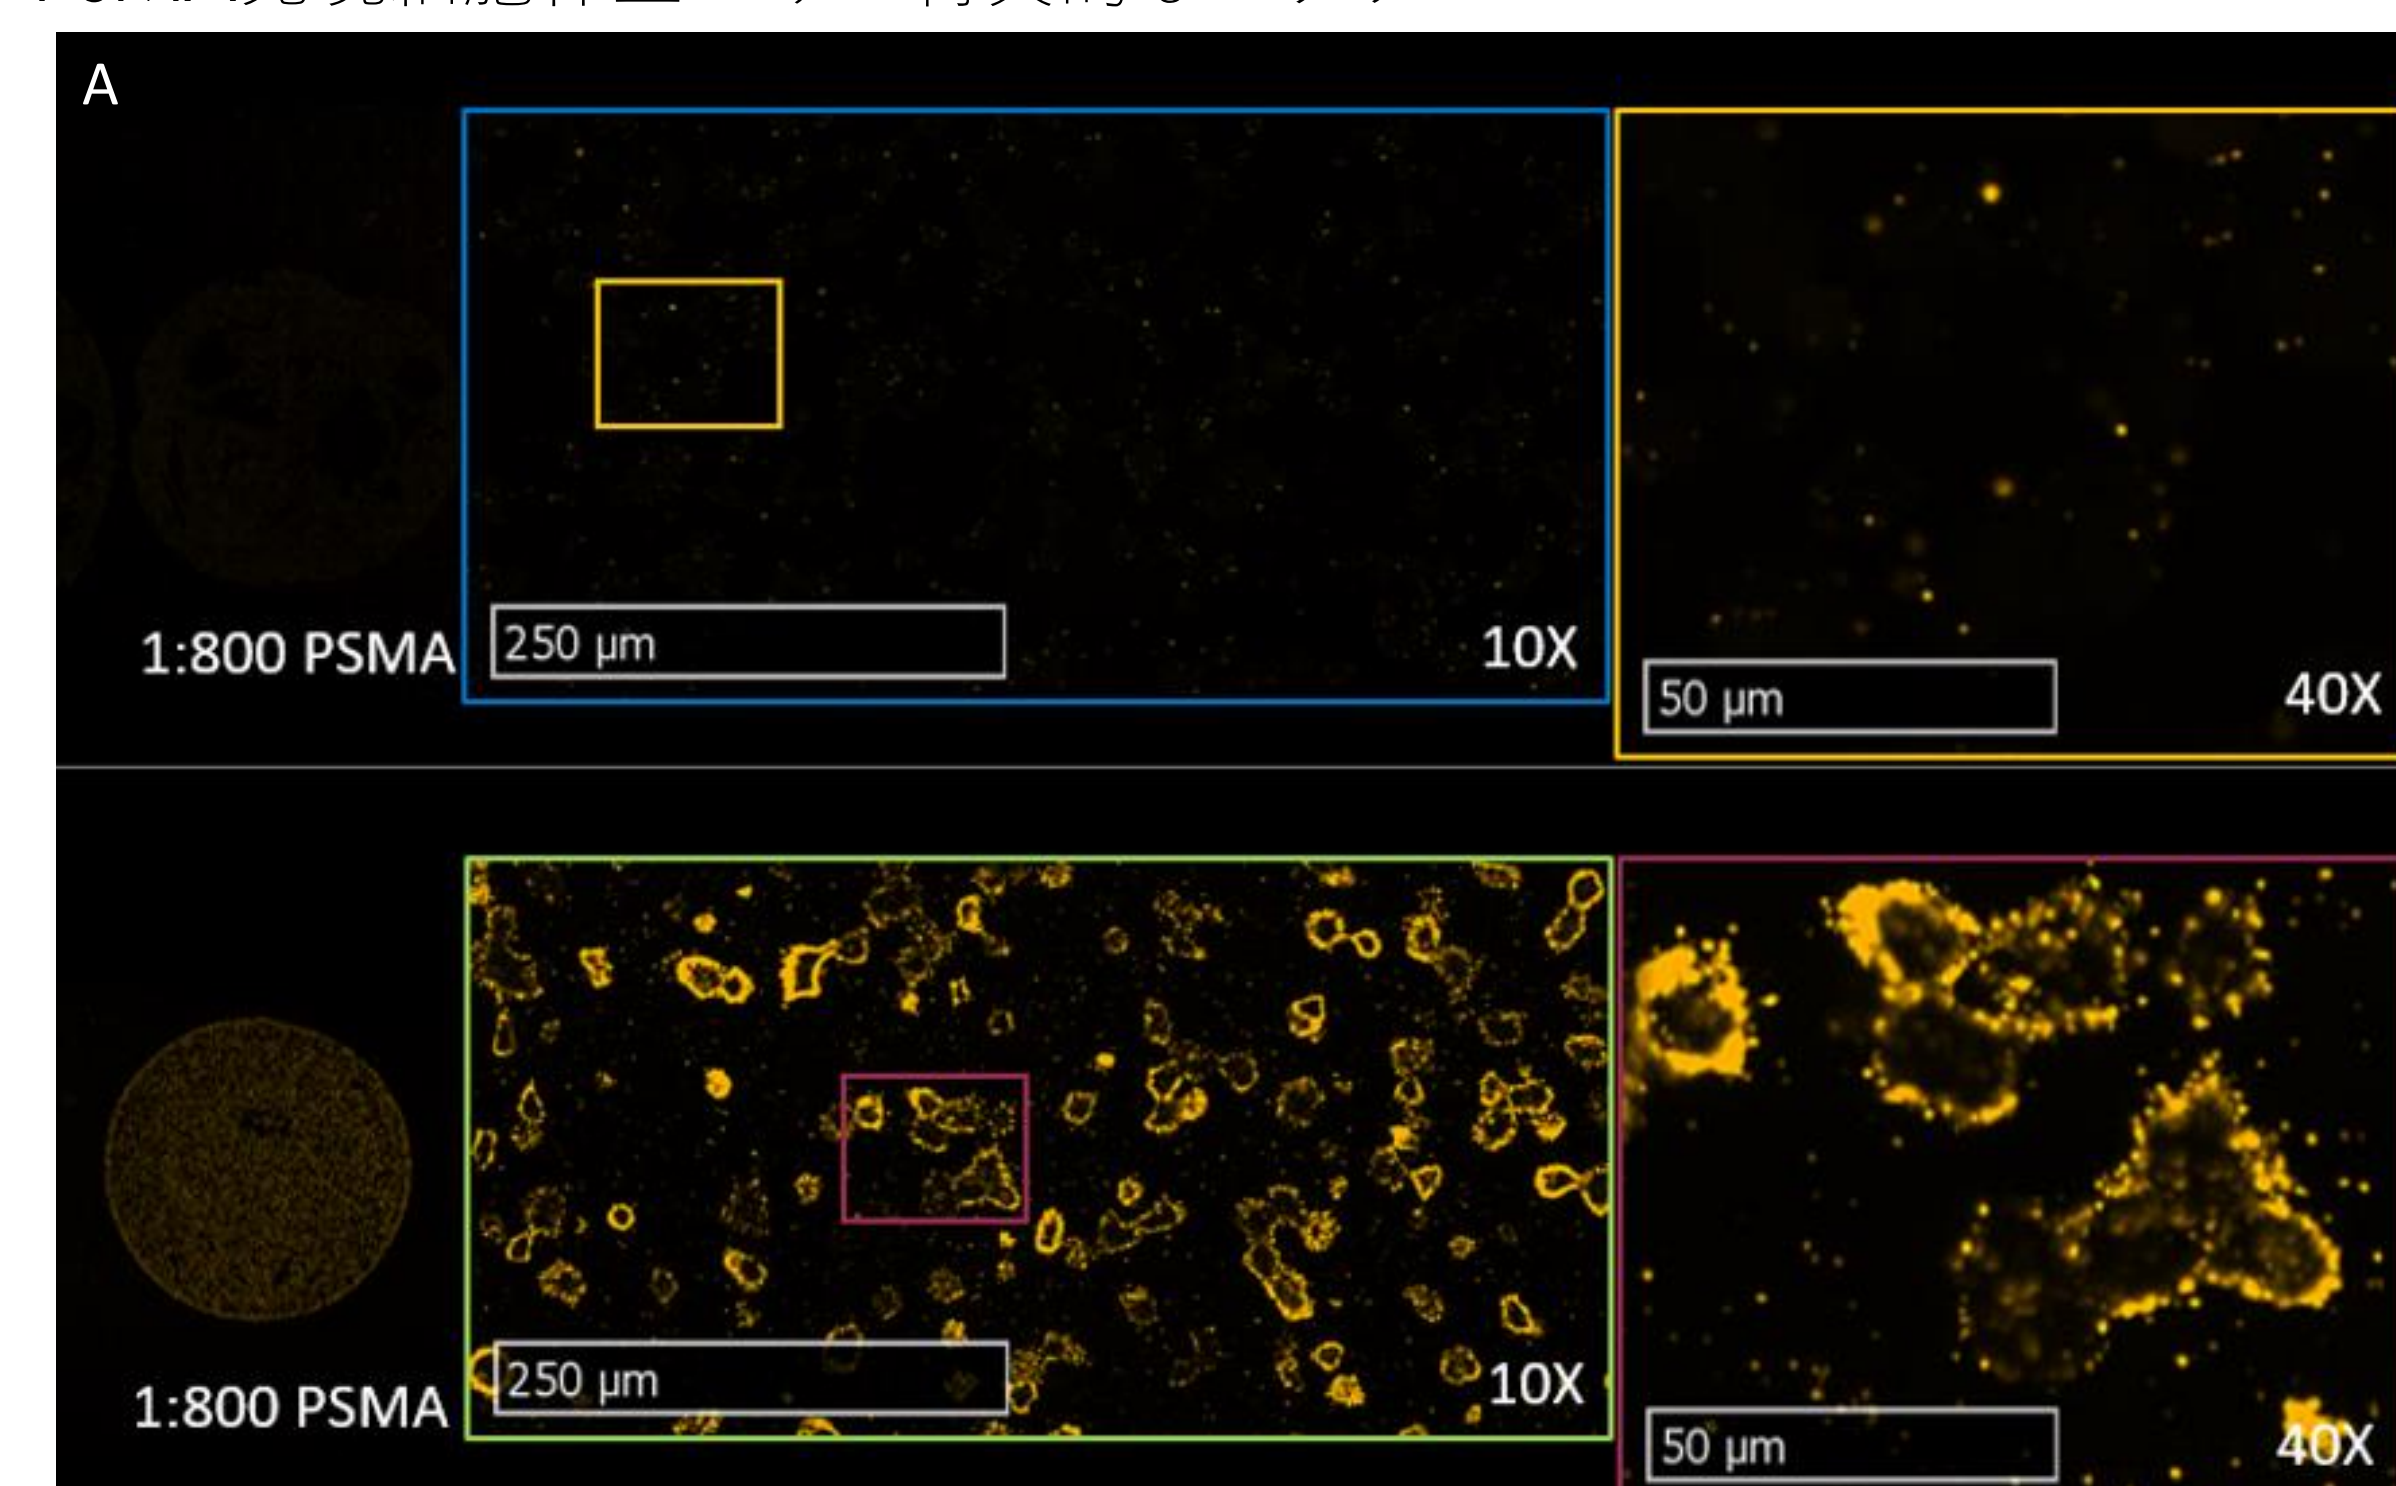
QuanticellのプロトコルはPSMA発現レベルの異なる様々な細胞株を用いて開発されました。高発現PSMA-CHO細胞株 (A, 下図)に比べ、非発現CHO細胞株(A, 上図)ではシグナルが見られないことから、PSMAへの特異的な染色を確認しました。PSMA低発現であるVCAP前立腺がん細胞をプロトコルの最適化に使用しました(データは示していません)。(B) CHO、VCAP、PSMA-CHO細胞株におけるQuanticellシグナルの定量評価。VCAP細胞株は陰性コントロールの標準偏差3SDよりも高いシグナルを示すことから、PSMA陽性の染色結果であると断定しました。
